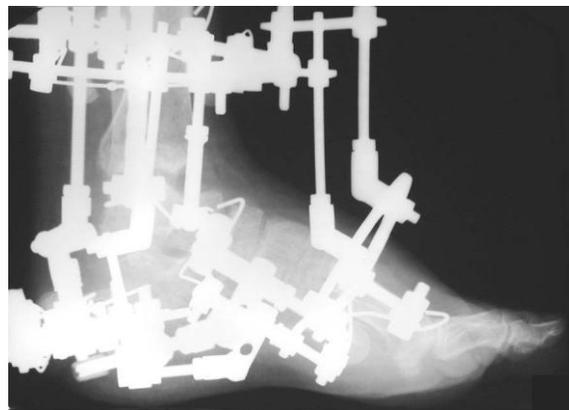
Рентгенограмма стопы больного в процессе лечения.
